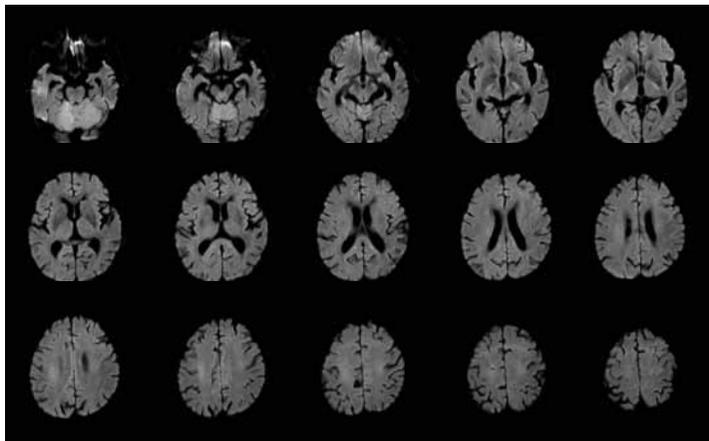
B 症例2の入院6日目の頭部MRI-DWI(3.0T).
